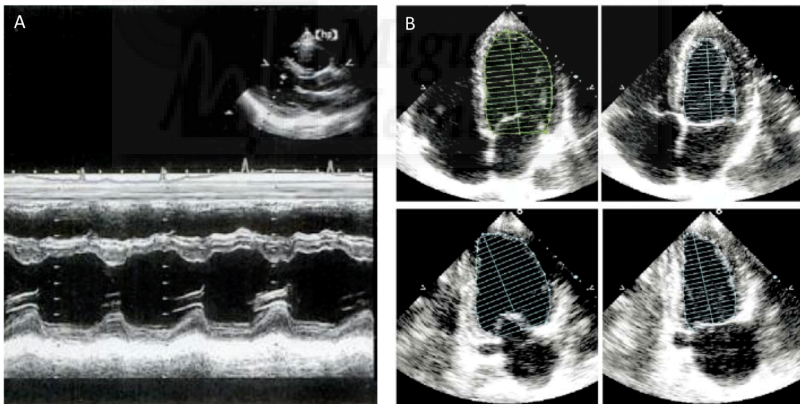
Determinación de la FEVI por ecocardiografía según el método de Teichholz (A) y Simpson (B).
